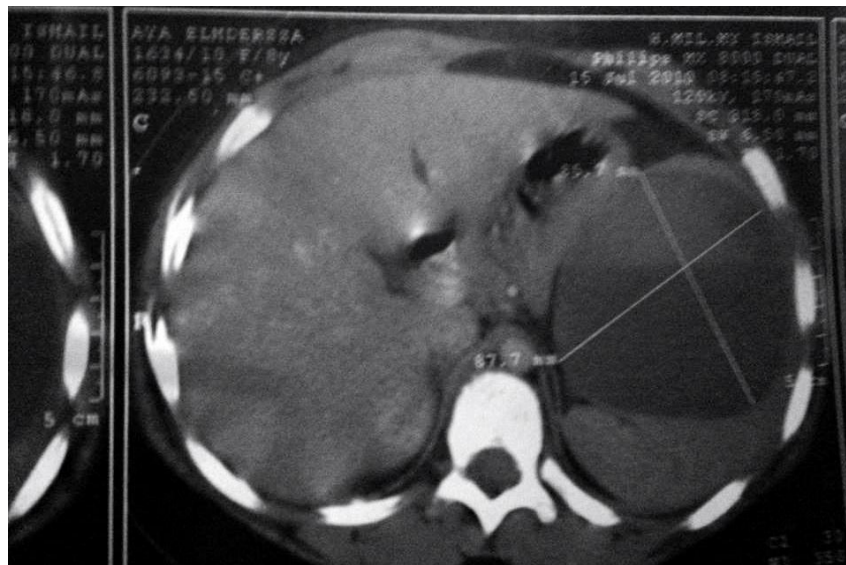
TDM abdominal ; formation kystique de la rate de 8.5 cm de diamètre à paroi fine.
